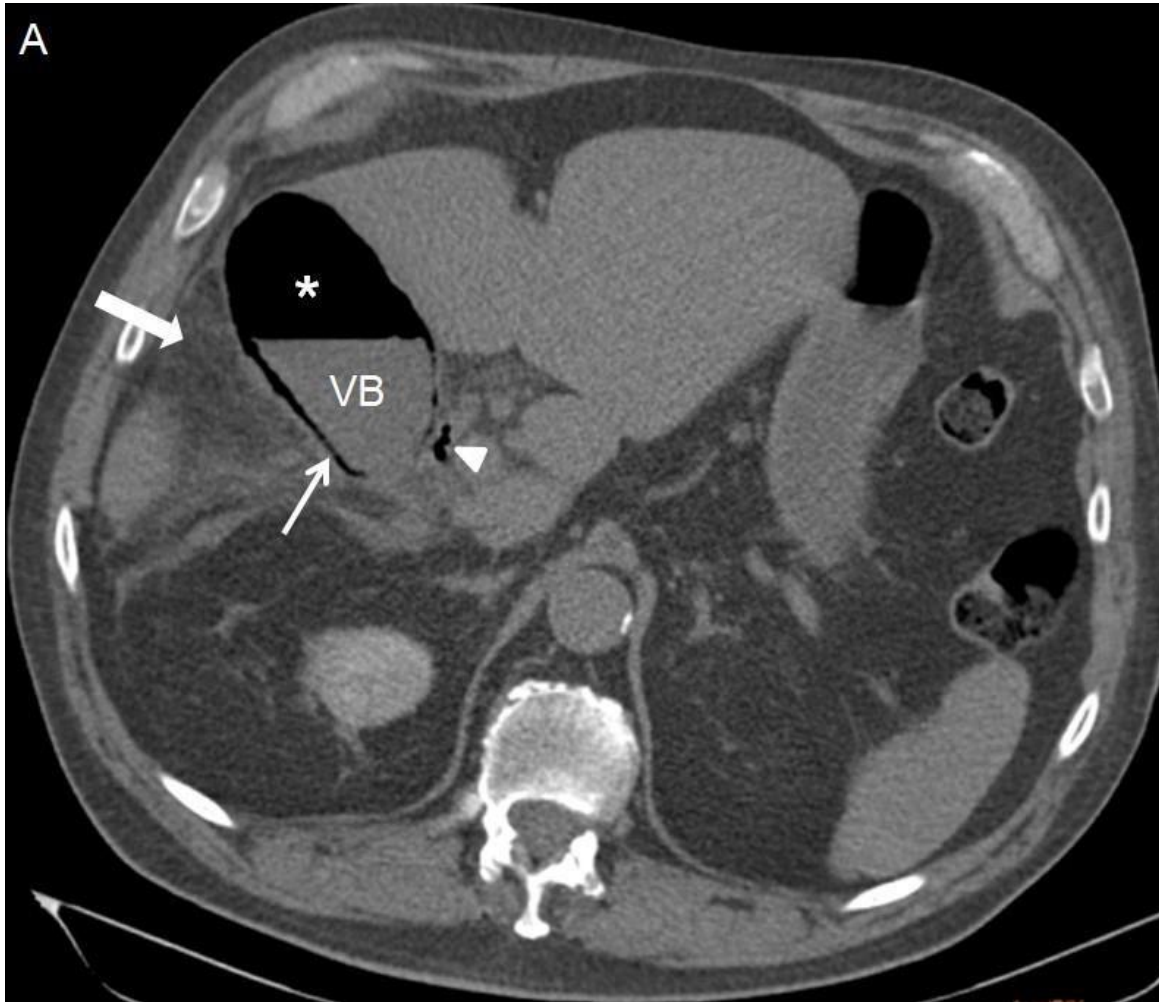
Tomografia computadorizada (TC) em corte axial, janela de abdome, evidencia uma vesícula biliar (VB) hiperdistendida, com paredes espessadas e conteúdo gasoso parietal (seta fina) e no seu interior (asterístico). Notava-se, ainda, densificação difusa dos planos adiposos regionais (seta grossa) e extensão do conteúdo gasoso para o ducto cístico (cabeça de seta).
